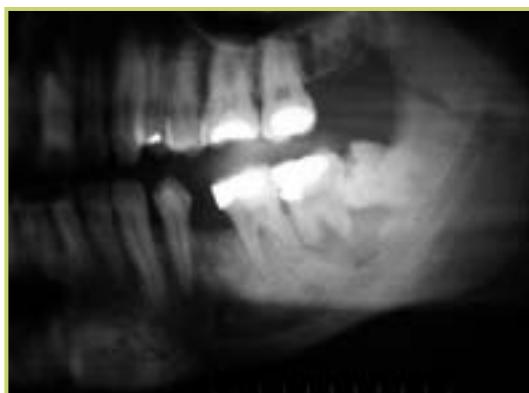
ortopantomografia iniziale.
